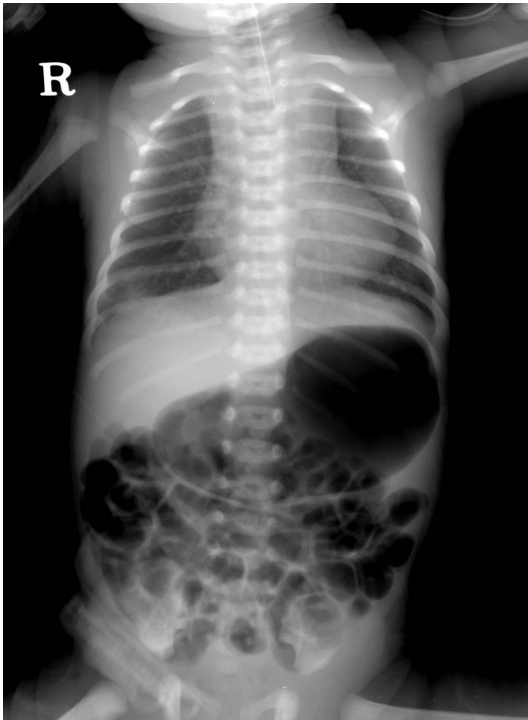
Chest X-ray, showing the coiled orogastric tube in the proximal esophagus and stomach gas
